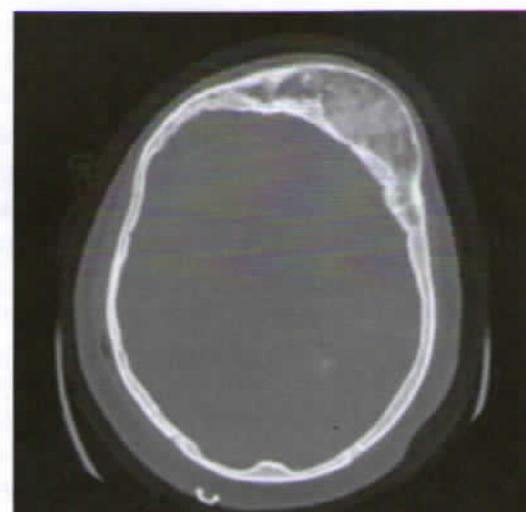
Tomografia computadorizada mostrando grande massa tumoral na cortical craniana (displasia fibrosa).
